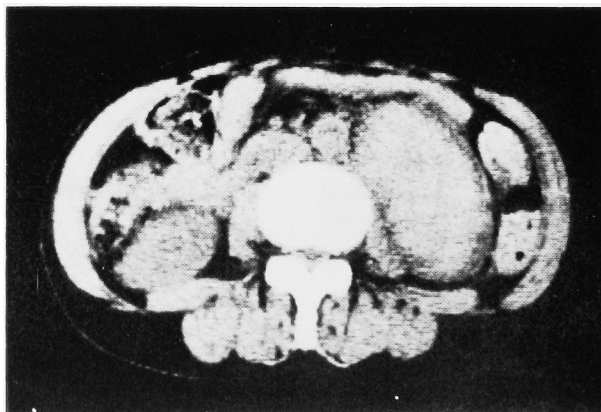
CT scan: A high density mass was shown beneath the left kidney. This oval shadow was covered with a low density capsule.
